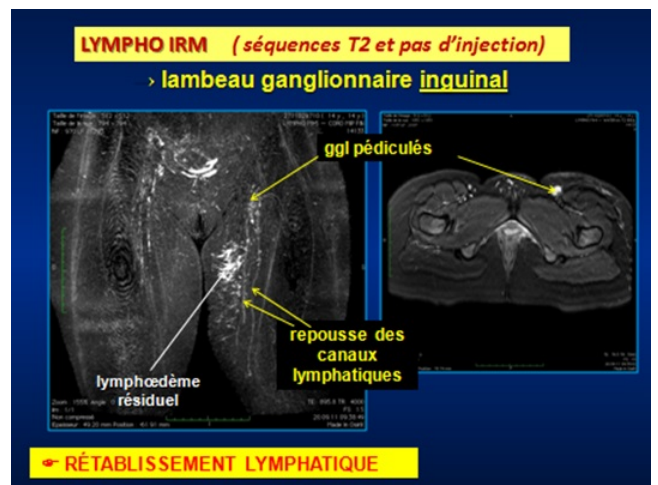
Lympho IRM inguinale montrant la repousse lymphatique un an après la mise en place du lambeau ganglionnaire. Aspect de face et en coupe horizontale.
